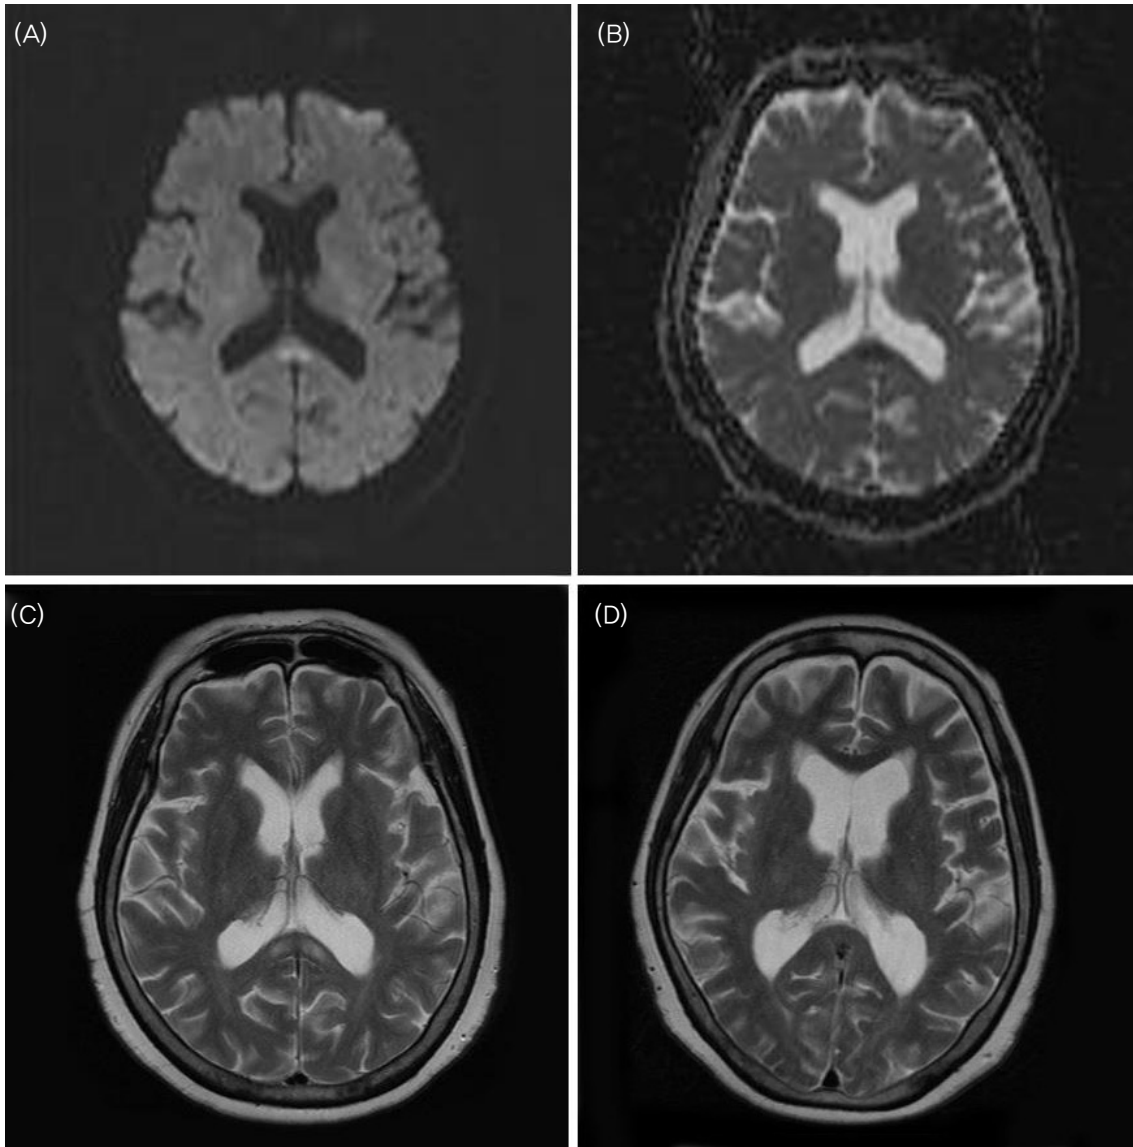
Magnetic resonance images (MRI) of the patient show high signal intensity in the splenium of the corpus callosum on diffusion-weighted MRI (A) and low signal intensity in the same portion on ADC map (B). Brain MRI after 2 weeks on admission show high signal intensity in the splenium of corpus callosum on T2-weighted images (C). Brain MRI after 3 months on admission show normal signal intensity in the splenium of corpus callosum on T2-weighted images (D).
